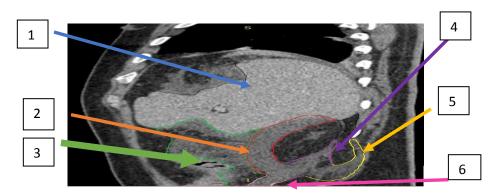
КТ ОБП с внутривенным контрастированием на 5 сутки от начала заболевания. Сагитальная проекция. Выраженая инфильтрация забрюшинных клетчаточных пространств. 1 — печень, 2 - переднее ренальное пространство, 3 — позадибрыжеечное пространство, 4 — заднее ренальное пространство, 5 - субфасциальное пространство, 6 - межфасциальное пространство.
